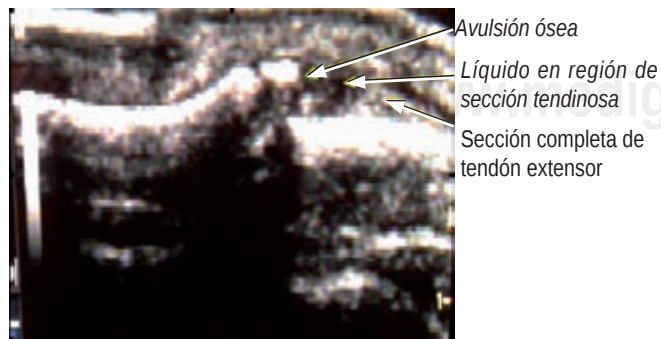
Se aprecia la avulsión del tendón extensor junto a un fragmento óseo, el cual no fue detectado en la radiografía.
